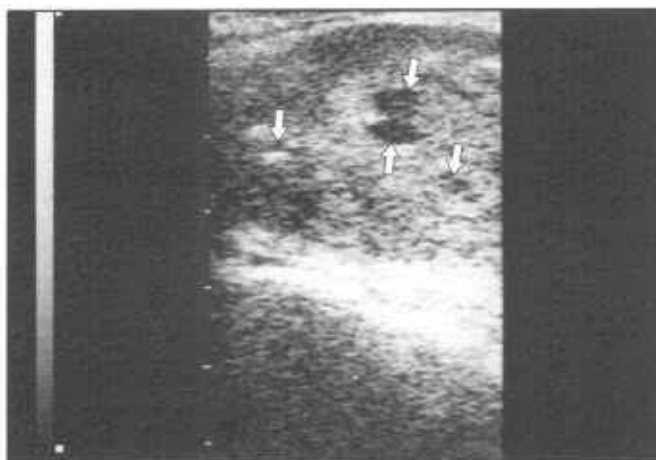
Эхограмма предстательной железы (ТРУЗИ) с явлениями хронического простатита: визуализируются зоны повышенной эхогенности — зоны фиброза, а также множественные мелкие ретенционные кисты (отмечены стрелками).
